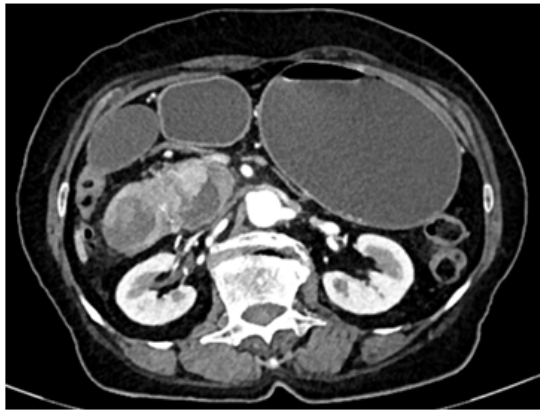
(izq) TAC con contraste (der) RMN de páncreas.
